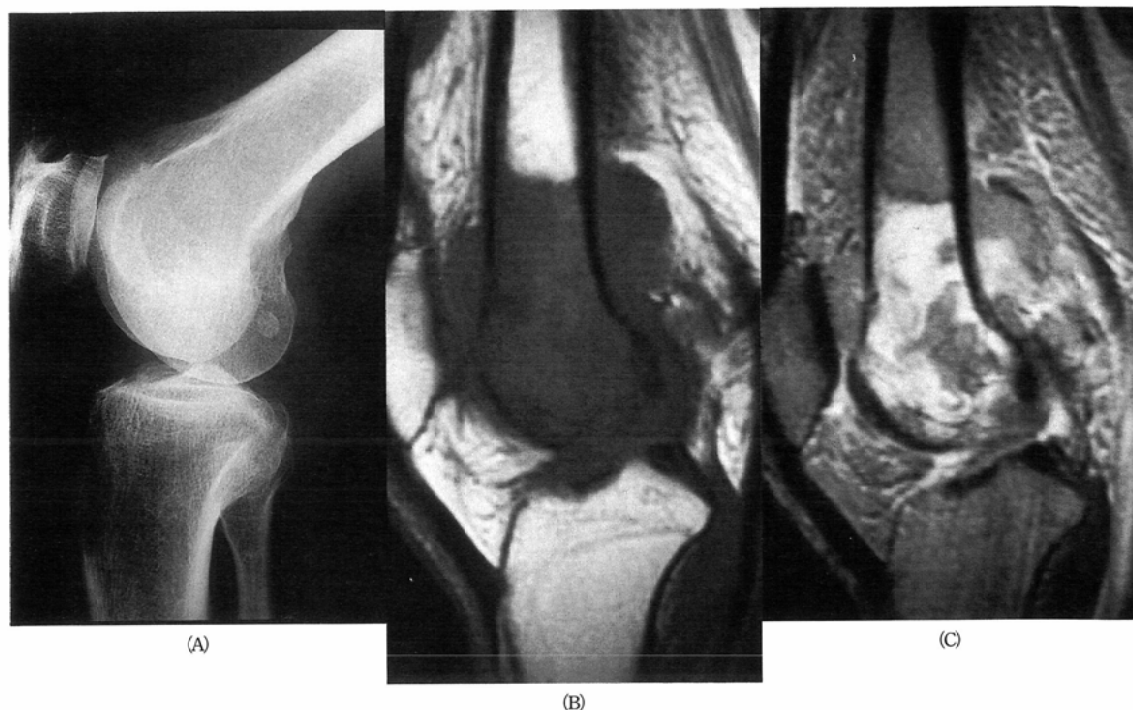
Malignant lymphoma in a 61-year-old male with a several-month history of occasional pain in his right knee (A) Lateral radiograph of the right knee shows no definite bone abnormality.
